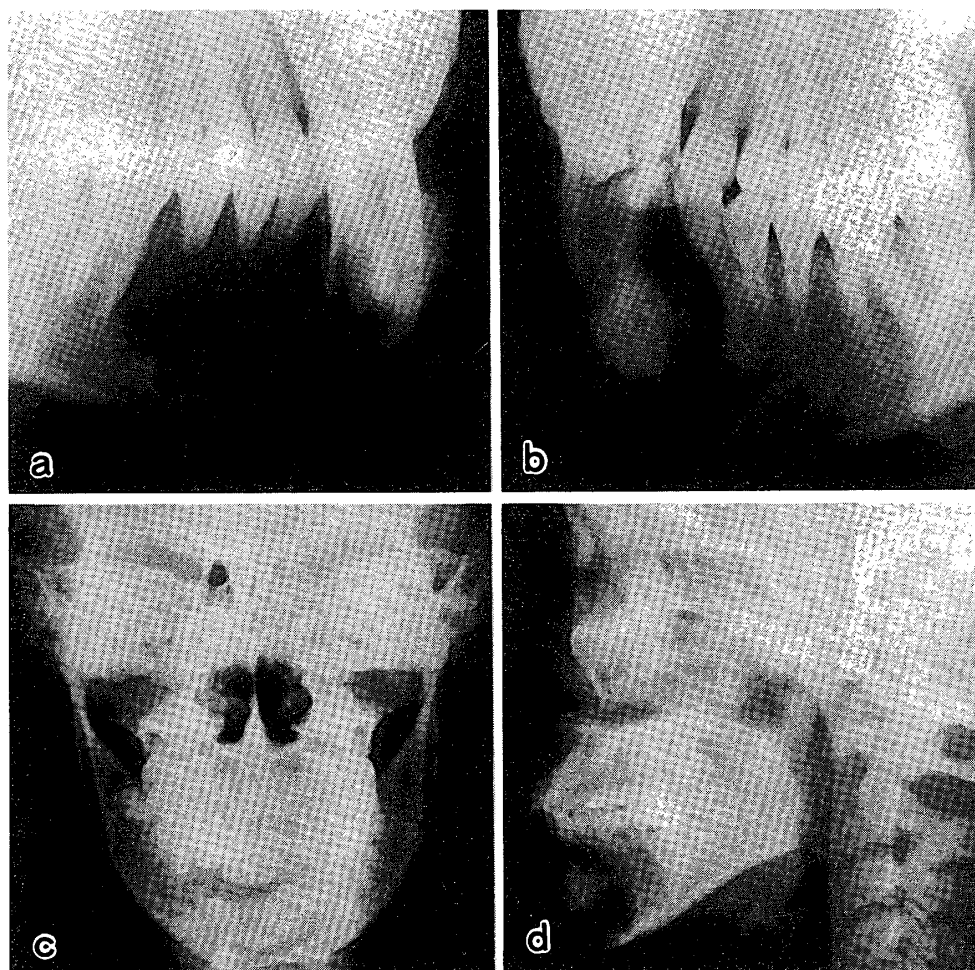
エナメル上皮歯牙腫の1例（境界明瞭な単胞性X線透過像を呈し、病変内に埋伏歯と歯牙腫様X線不透過像が認められる。）
